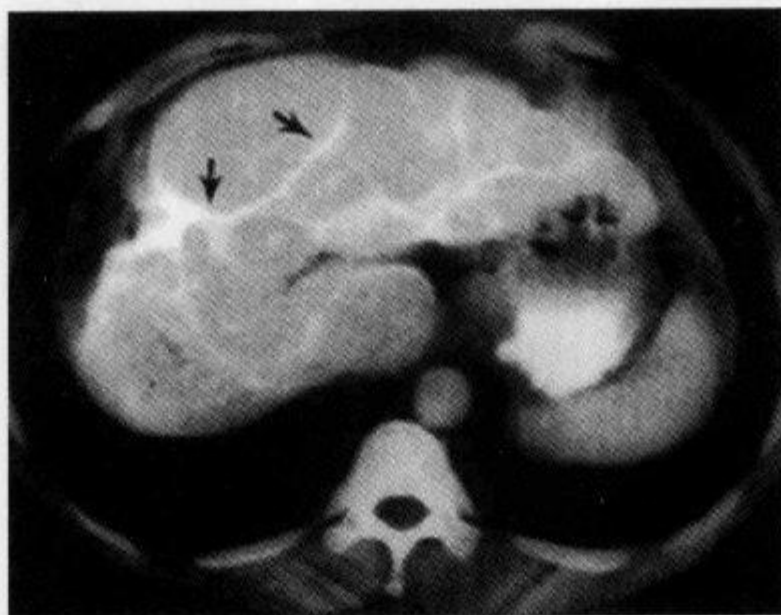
肝血吸虫病,肝脏 CT 平扫示“龟壳样钙化”
